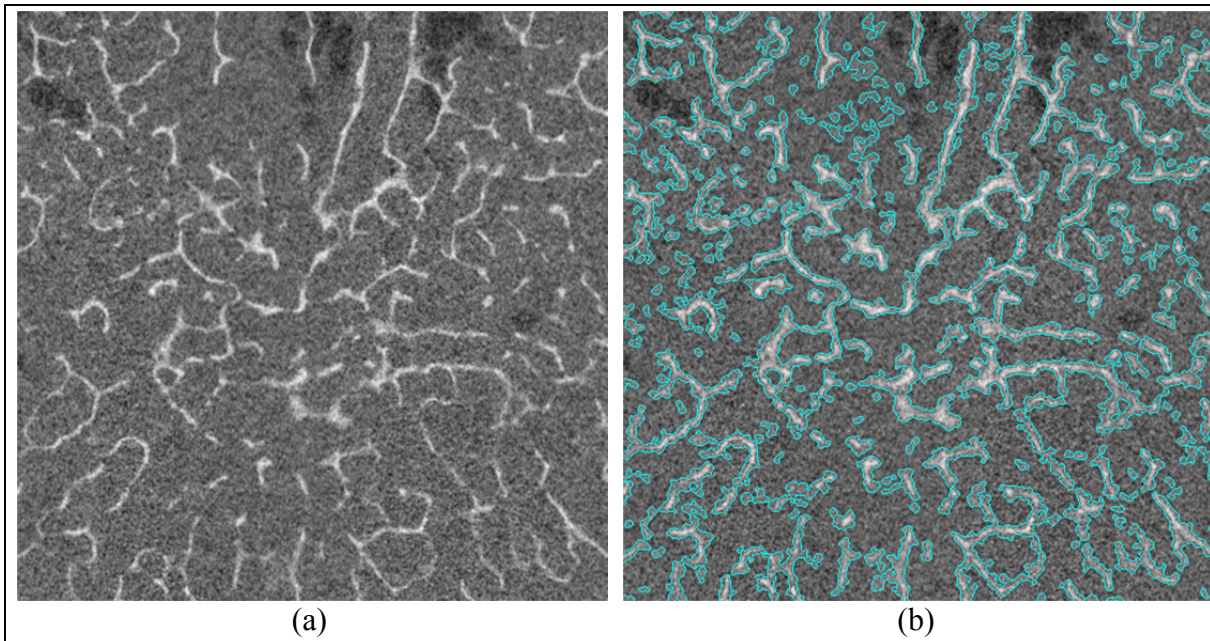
Images micro-CT analogue (a) sans et (b) avec segmentation du second sujet humain
